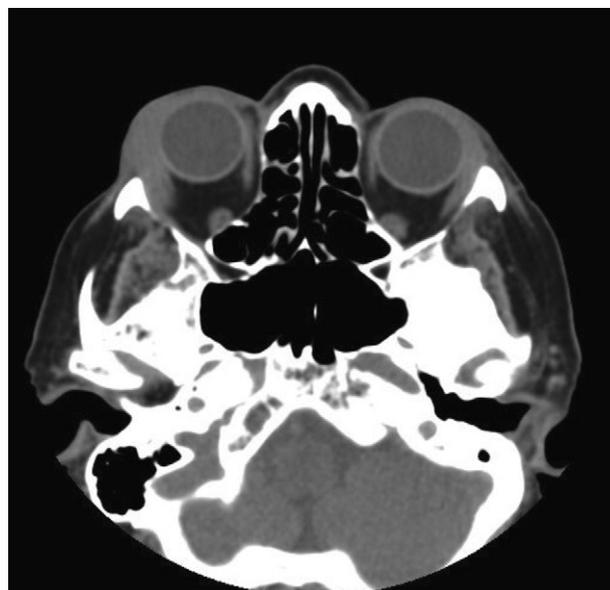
TC craneal donde se aprecia masa orbitaria derecha.
